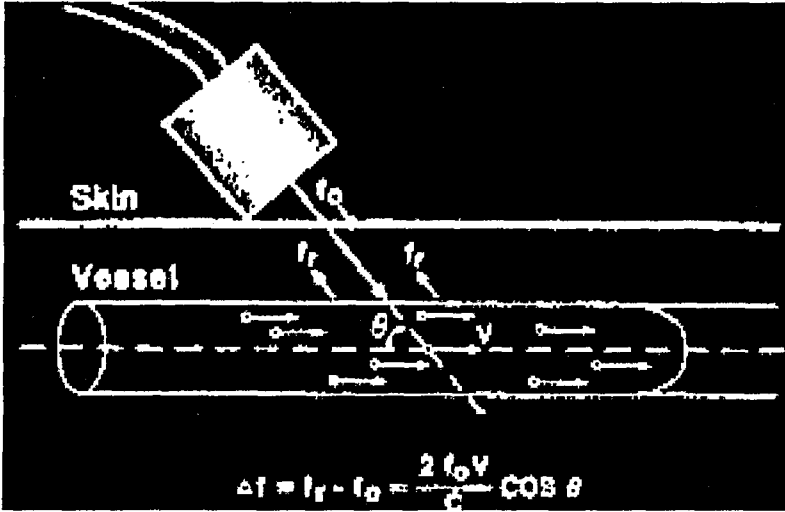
Hareket eden kaynağın neden olduğu Doppler etkisi.
